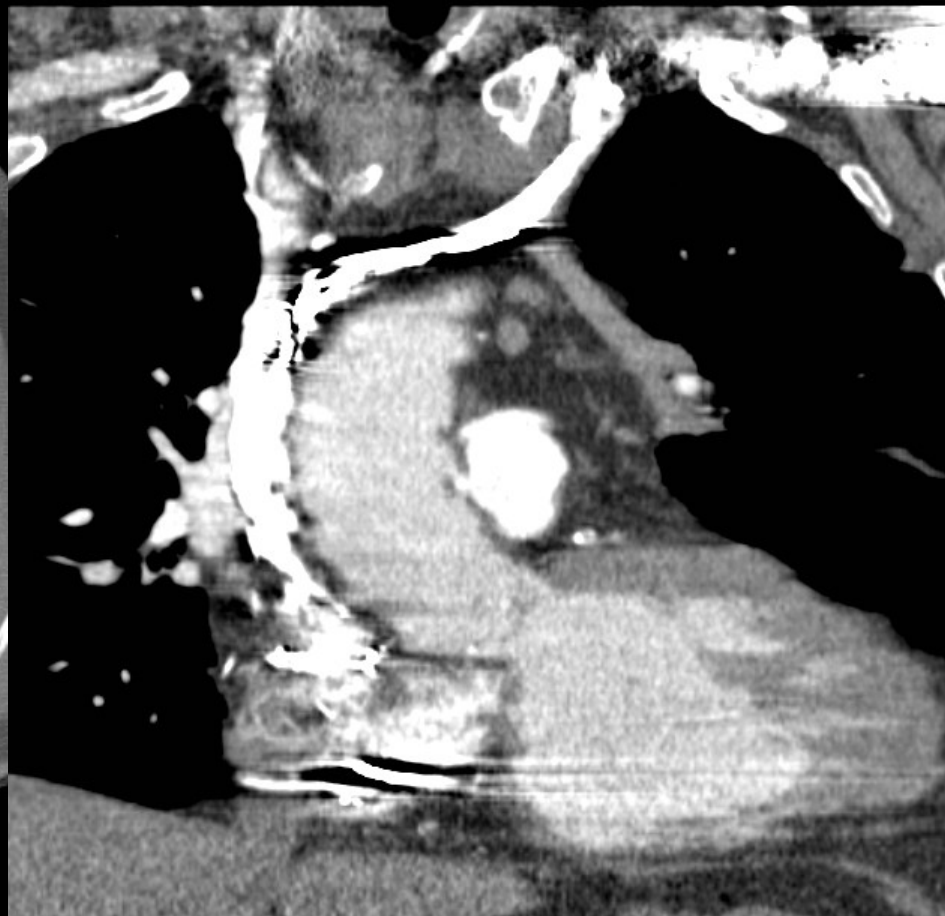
Angio-TC pulmonar. A) Plano axial, ventana de angio. B) Imagen de "volume rendering" de la aurícula izquierda
